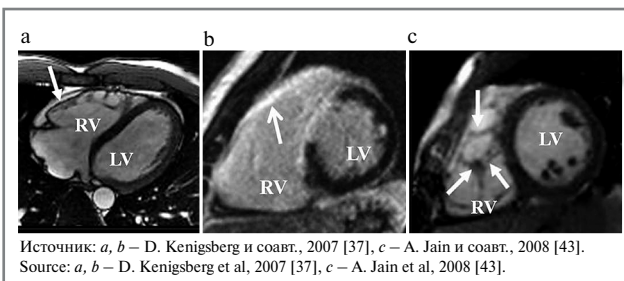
МРТ при АДПЖ: а – участки жировой инфильтрации при нативном сканировании; б – фиброзные изменения при постконтрастном исследовании; в – повышенная трабекулярность ПЖ.
